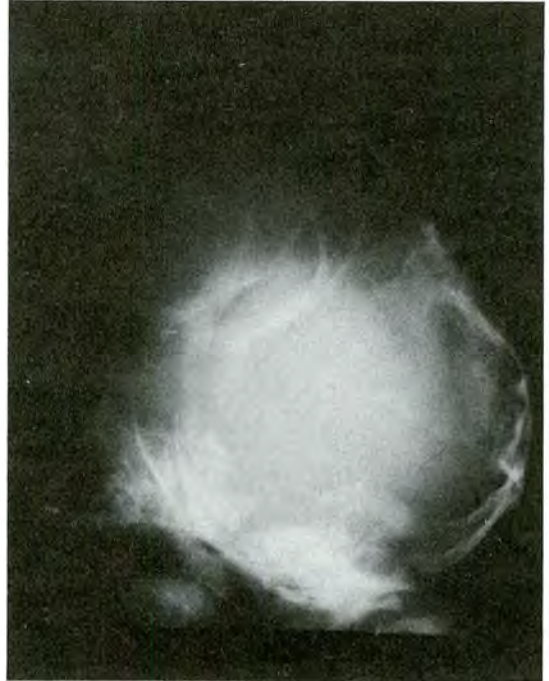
S.R.V. Caso N° 1. Radiografía simple cráneo, lateral. Muestra conformación anómala del cráneo.
